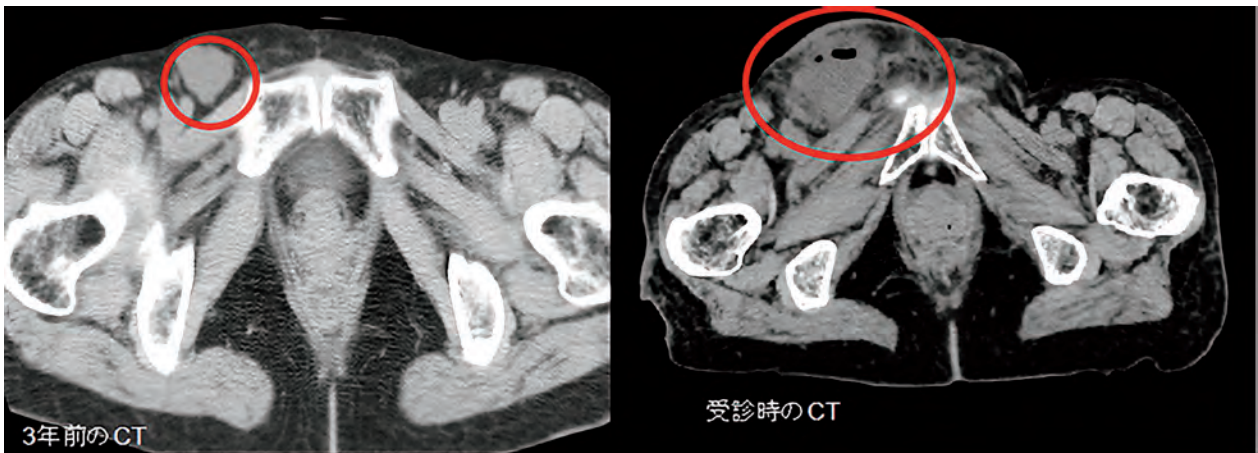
当科初診より3年前のCT画像（左）と初診時のCT画像（右）。
